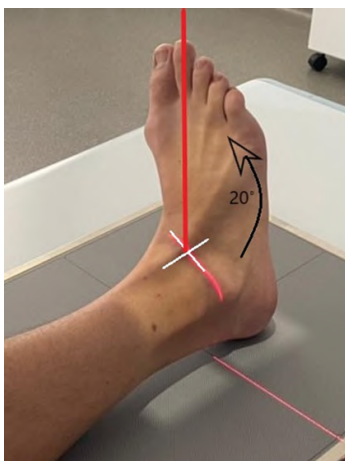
Рентгенография голеностопного сустава. Задняя прямая проекция (суставной щели) с медиальной ротацией
